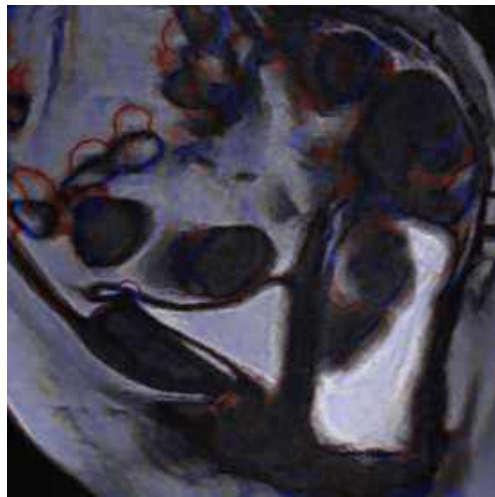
Registro de Defecografia. (a) A imagem de inicial S_1 ; (b) a imagem objetivo T_1 ; (c) o campo de deslocamento $u^{curv}(x)$; (d) o resultado aplicando a função $u^{curv}(x)$ na imagem inicial S_1 ; (e) o campo de deslocamento $u^{dif}(x)$ e; (f) o resultado obtido aplicando $u^{dif}(x)$ na imagem de origem S_1 (SALTO et al., 2014).
